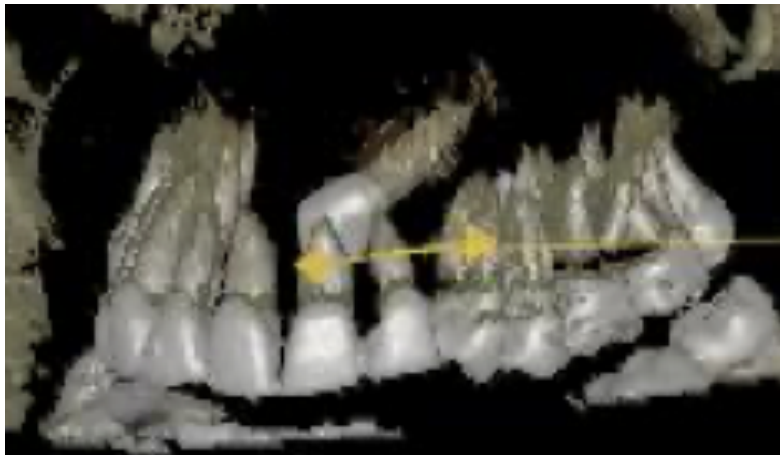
Posición de la corona entre la mitad de la raíz y el ápice, CBCT en el mismo paciente.
